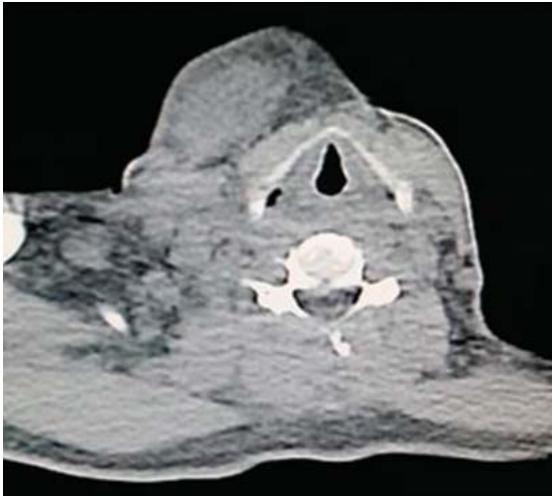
Tomografía computarizada simple, corte axial, a nivel submandibular, donde se aprecia una tumoración sobreinfectada, así como múltiples ganglios en los espacios cervicales II, III y V.
